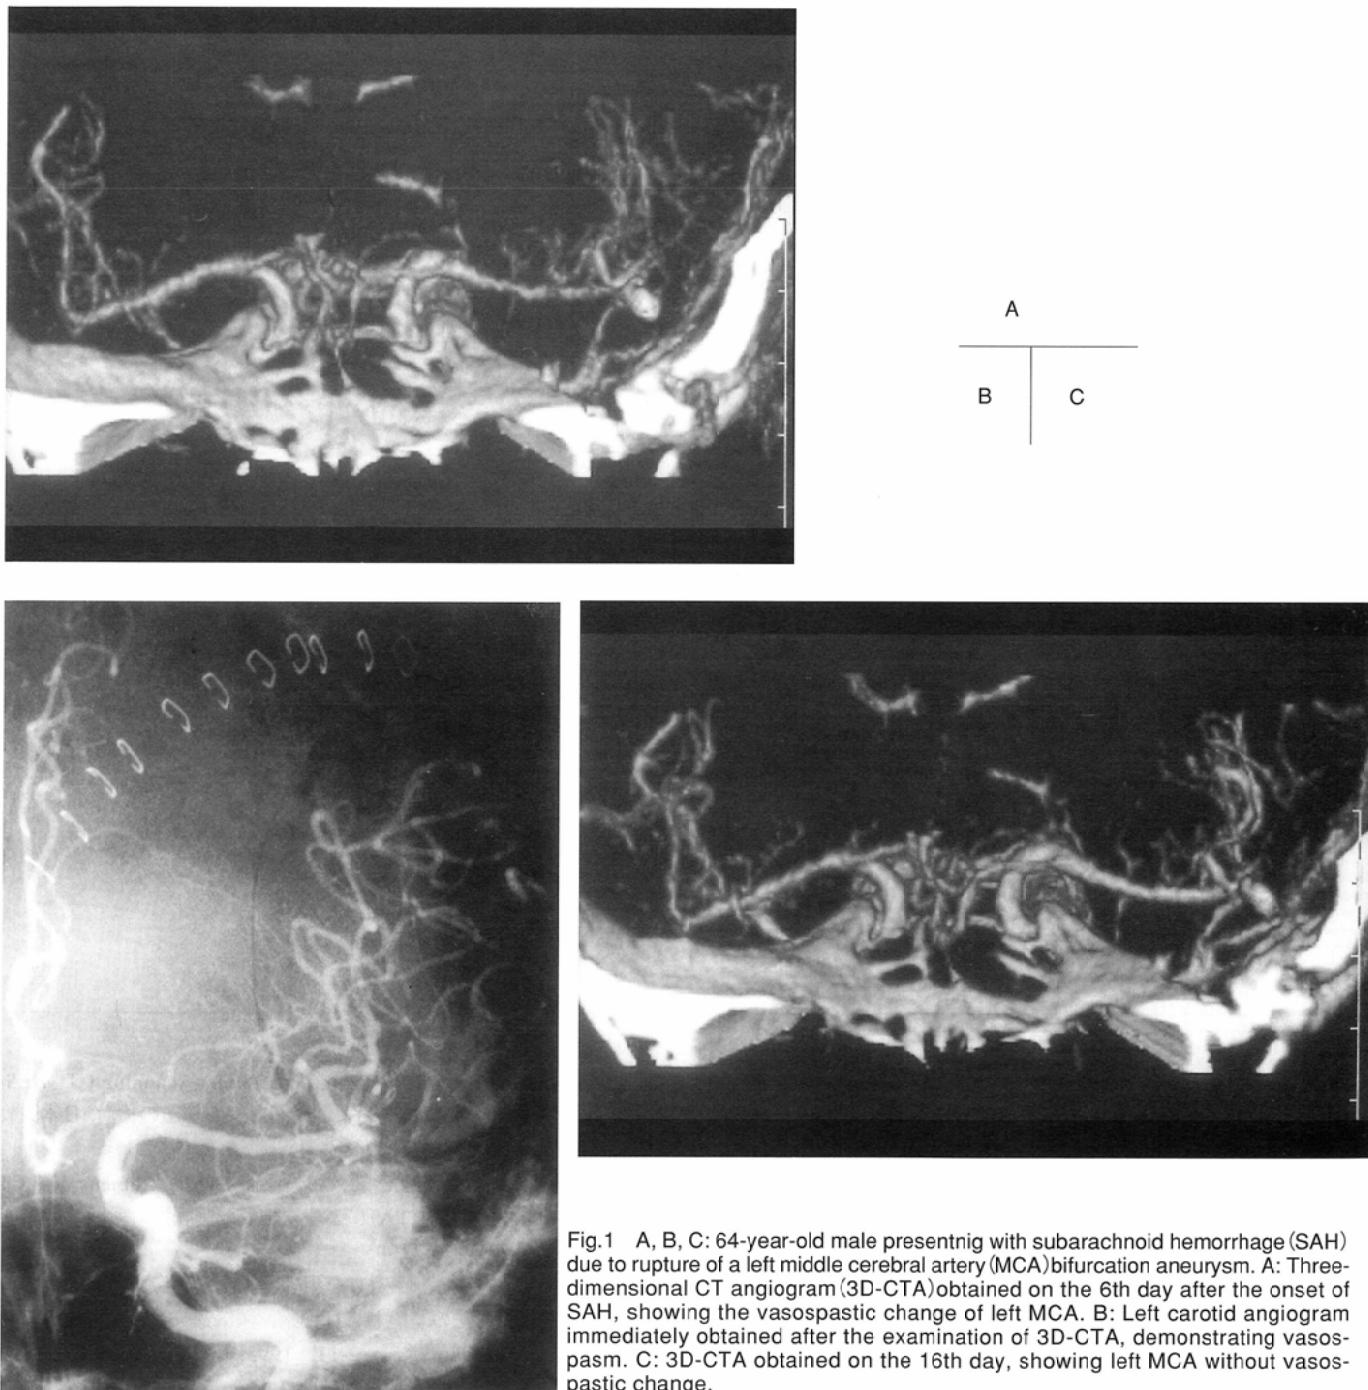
A, B, C: 64-year-old male presenting with subarachnoid hemorrhage (SAH) due to rupture of a left middle cerebral artery (MCA)bifurcation aneurysm. A: Three-dimensional CT angiogram (3D-CTA) obtained on the 6th day after the onset of SAH, showing the vasospastic change of left MCA. B: Left carotid angiogram immediately obtained after the examination of 3D-CTA, demonstrating vasospasm. C: 3D-CTA obtained on the 16th day, showing left MCA without vasospastic change.
